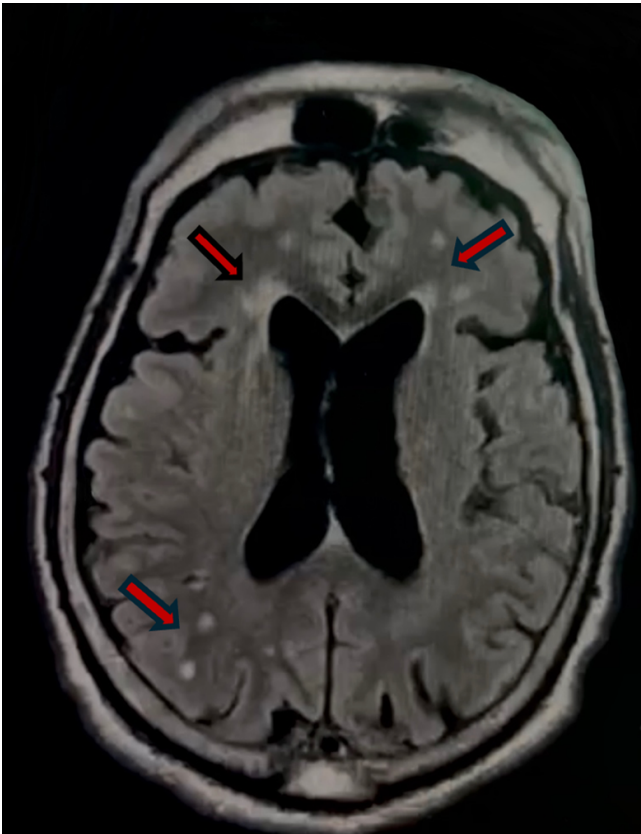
Resonancia magnética cerebral 28/08/2024: múltiples lesiones discretamente hiperintensas y de centro isoíntenso en secuencias FLAIR compatibles con probables quistes en ubicación lóbulo frontal bilateral y lóbulo parietal derecho.
